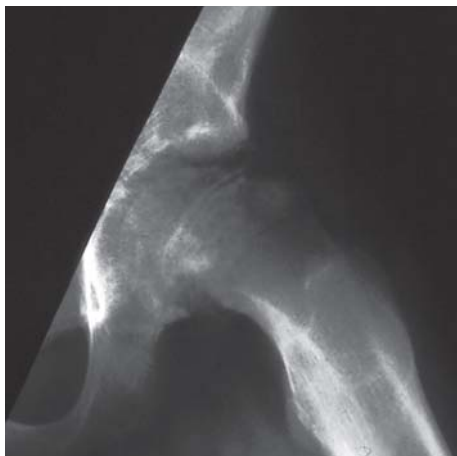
Axiale Aufnahme der linken Hüfte zeigt einen chronischen Abrutsch von 32° mit metaphysärer Wulstbildung. Im Sonogramm war kein Erguss erkennbar gewesen.
